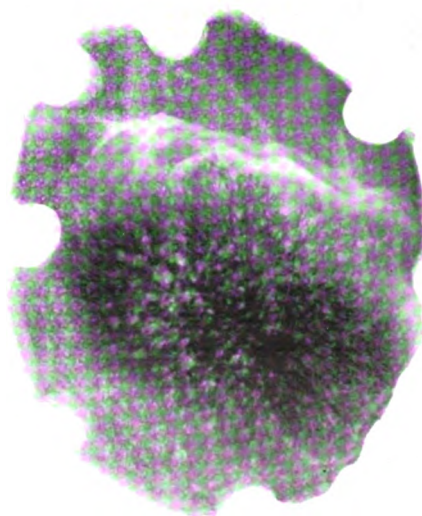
Radiographie du volet osseux précédent. Remarquer les pertuis vasculaires en blanc.
